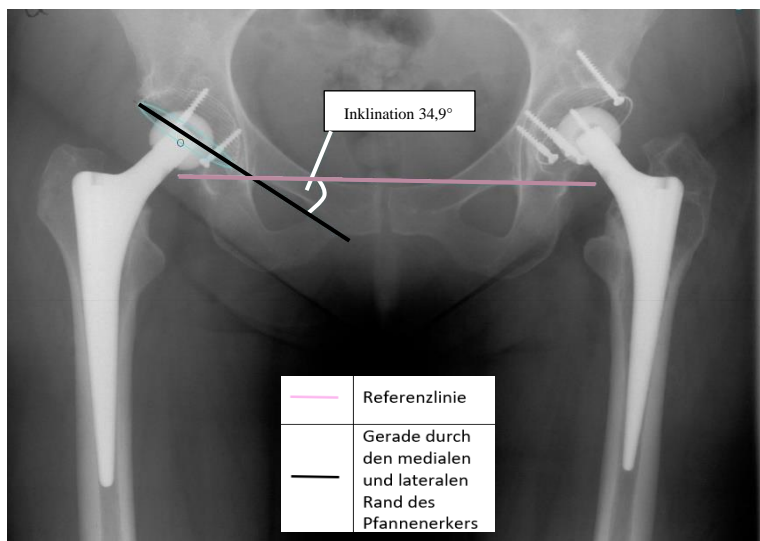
Röntgen: Messung der Inklination im Röntgenbild
